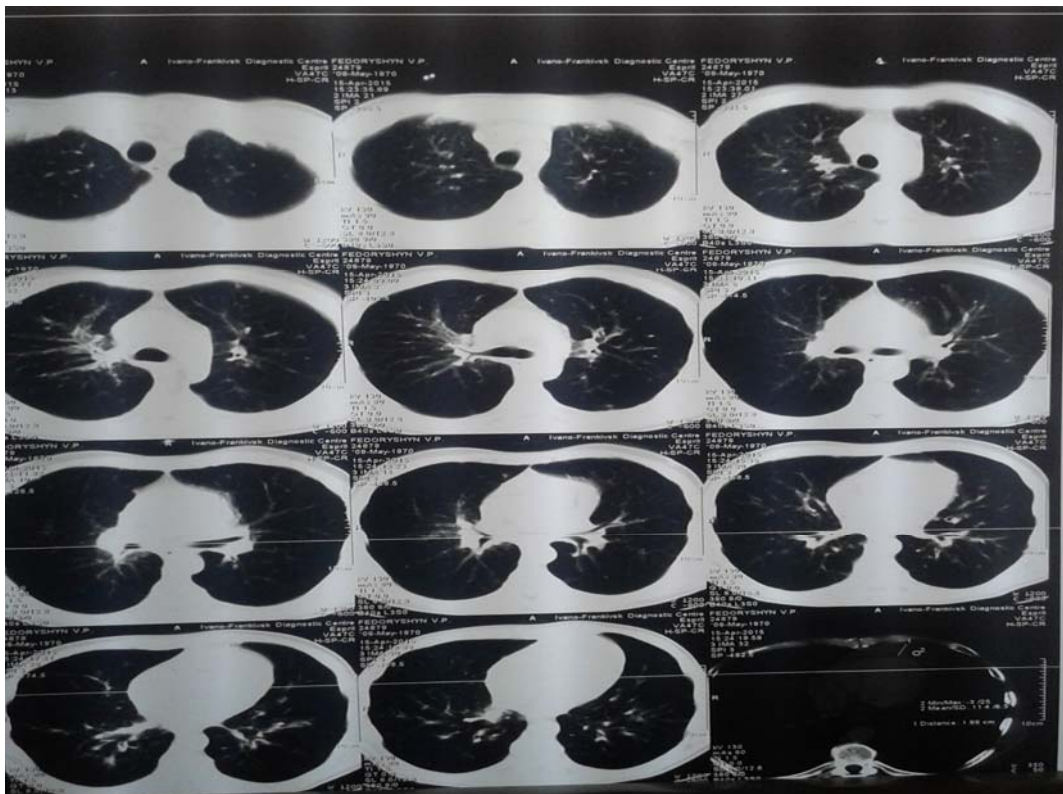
Комп'ютерна томограма органів грудної клітки
